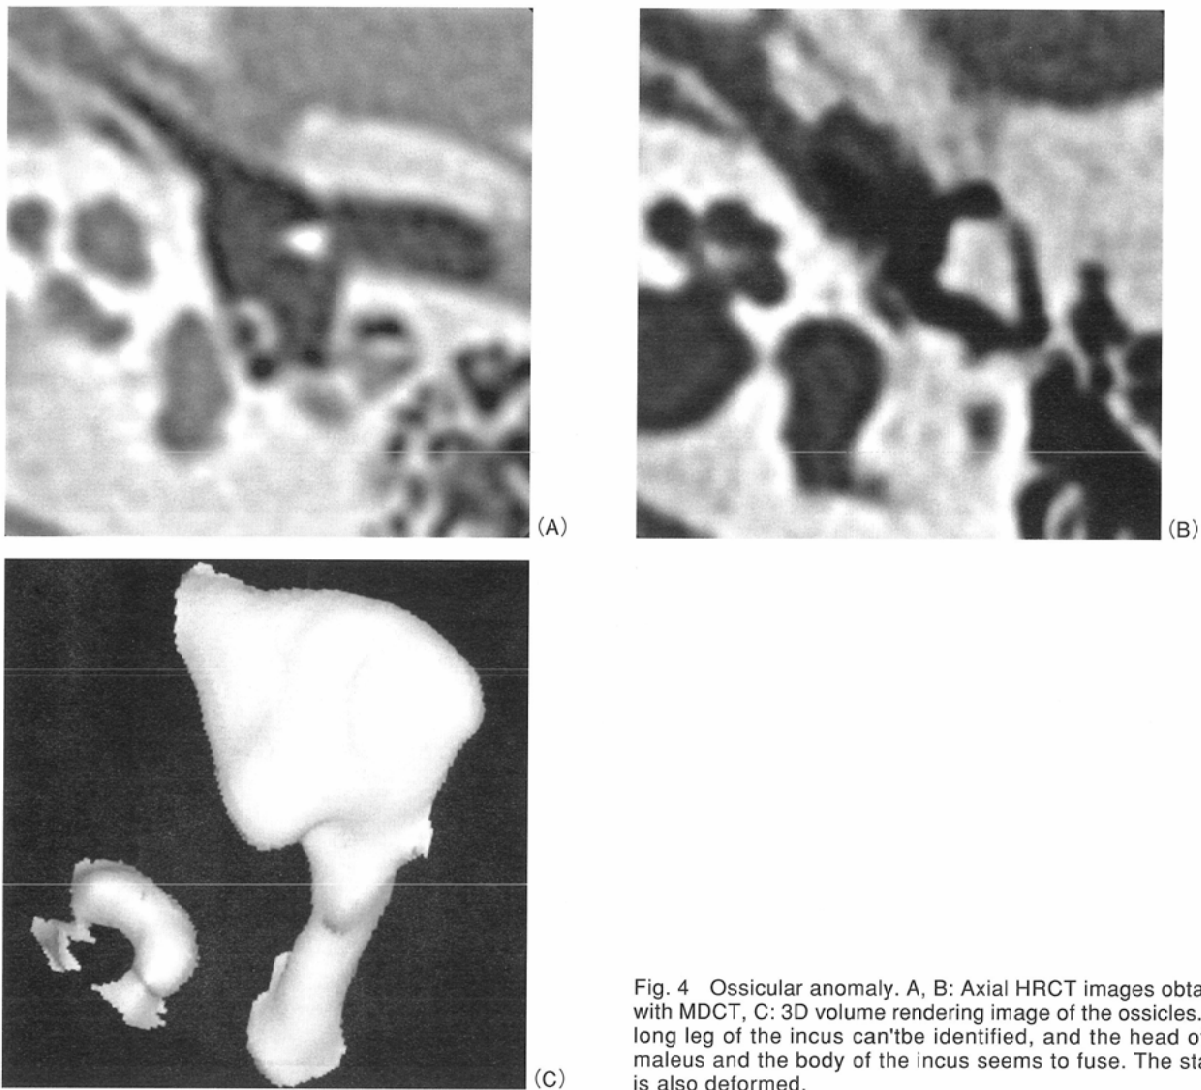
Ossicular anomaly. A, B: Axial HRCT images obtained with MDCT, C: 3D volume rendering image of the ossicles. The long leg of the incus can't be identified, and the head of the malleus and the body of the incus seems to fuse. The stapes is also deformed.
